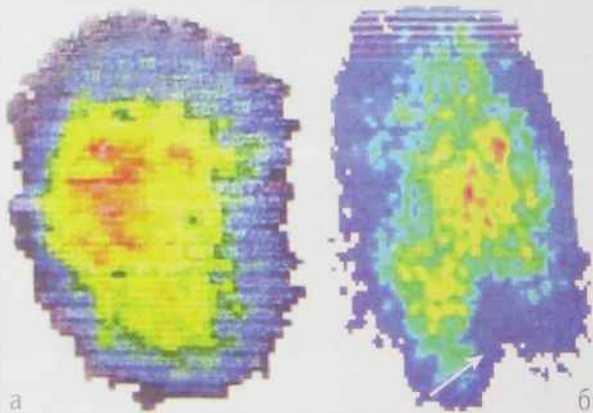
Сцинтиграми нирок:
